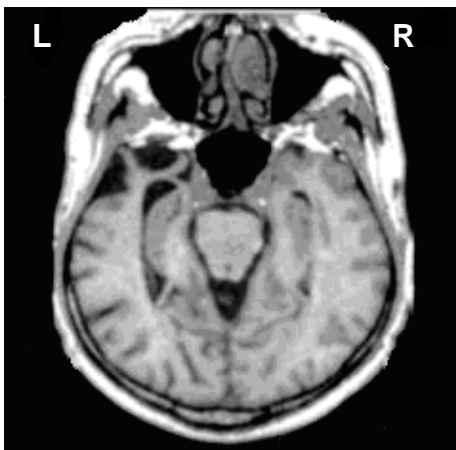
MRT-Horizontalschnitt Patient H.T. (semantische Demenz)
